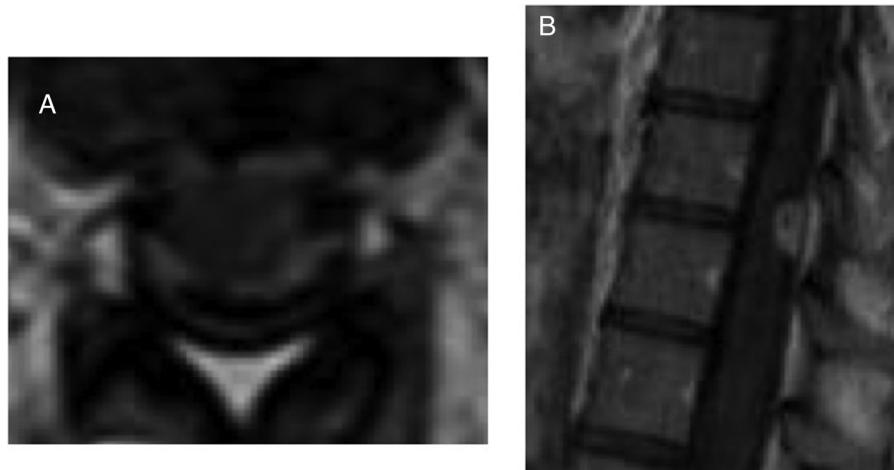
A) RM con realce meníngeo espinal a nivel dorsal en corte axial tras gadolinio. B) Lesión captante de contraste extraaxial posterior a nivel D10 sugerente de absceso en secuencia T1 sagital con gadolinio.
